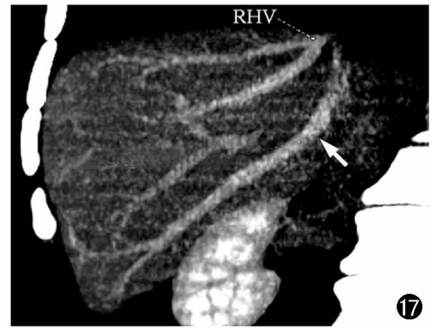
CT 示右肝副静脉(箭)引流肝右后段,不经肝右静脉(RHV)而直接汇入下腔静脉。
